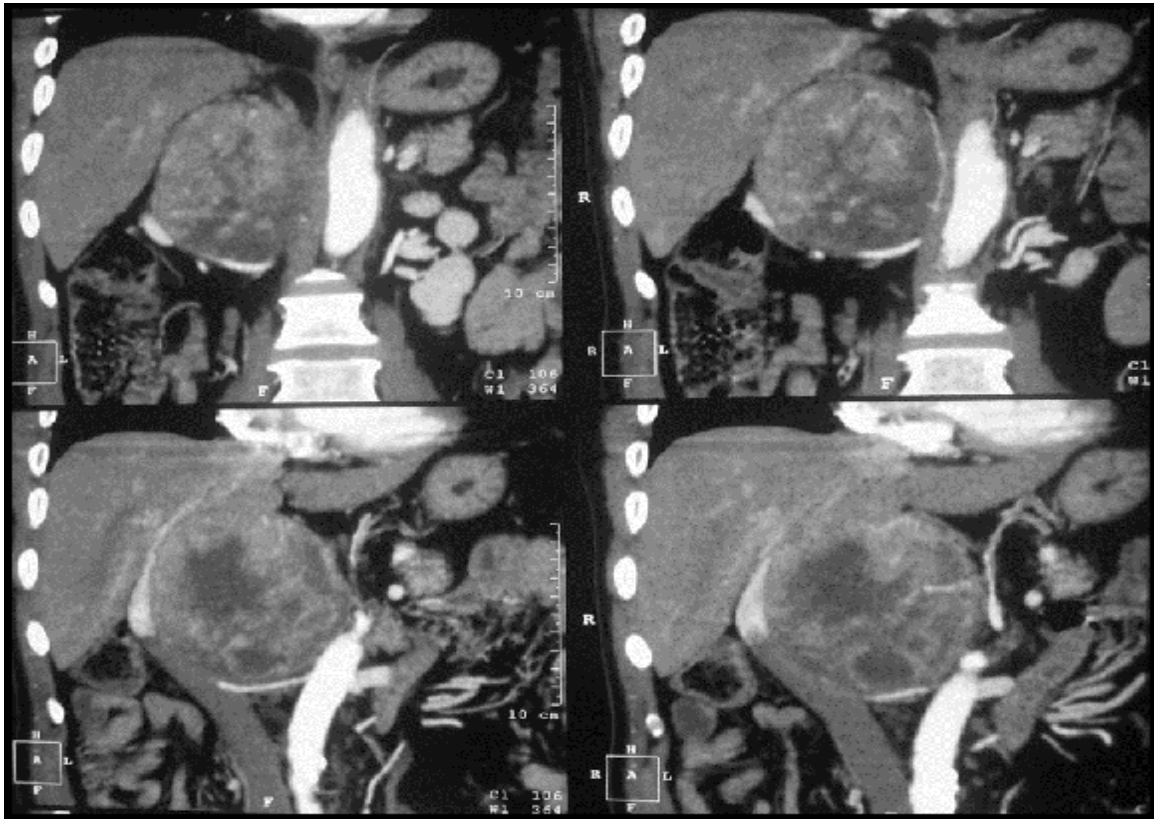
aspect TDM montrant une tumeur surrénalienne droite encapsulée au contact avec le pédicule rénal dans sa partie inférieure (Coupe frontale).
